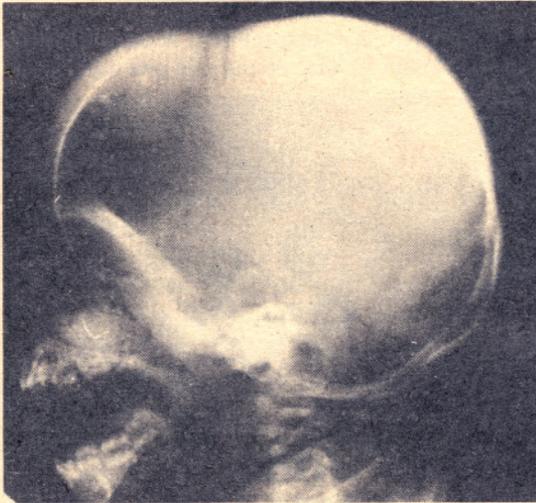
Radiografía lateral del cráneo. Se aprecia especialmente en la región frontal la presencia del llamado cráneo en cepillo, característico de las hipertrofias de la médula ósea.
